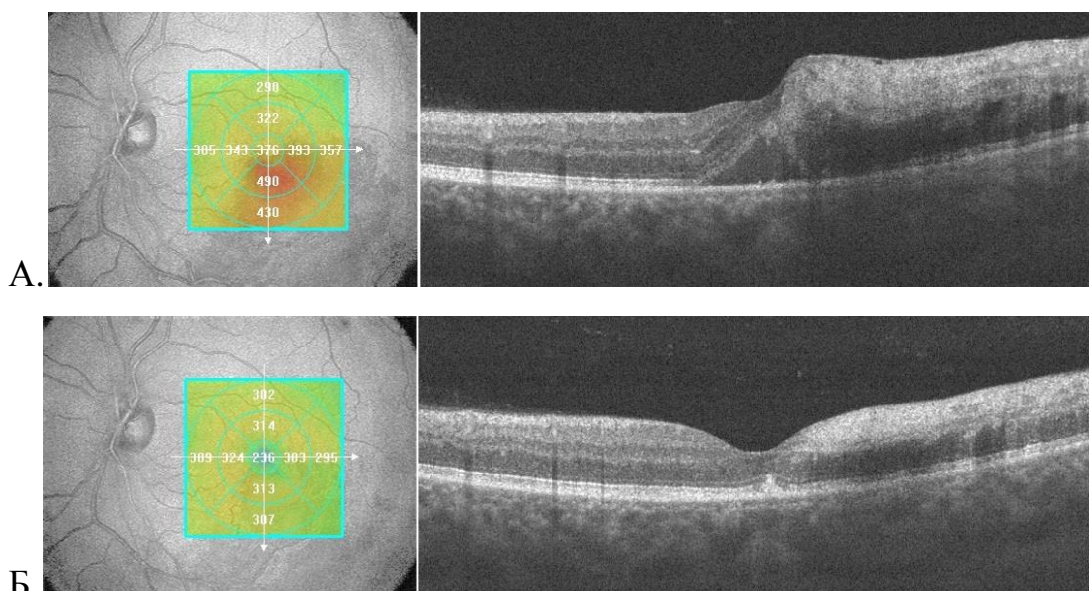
Оптическая когерентная томограмма пациента с окклюзией нижней височной ветви ЦВС и кистозным макулярным отеком до лечения (А) и через 1 месяц после интравитреальной инъекции ранибизумаба (Б)
